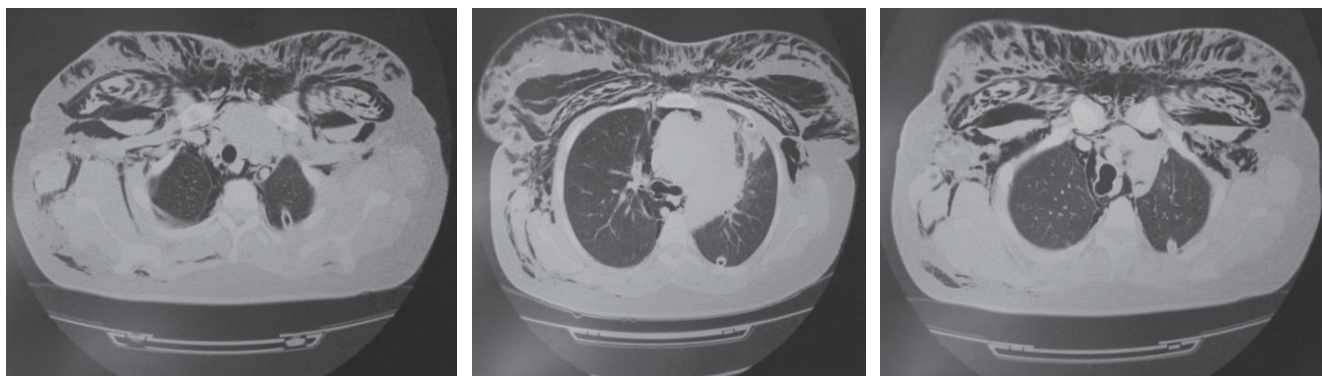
КТ-ознаки п/шк емфіземи, недорозправлення ПЛ, дефекту трахеї, пневмомедіастинуму
